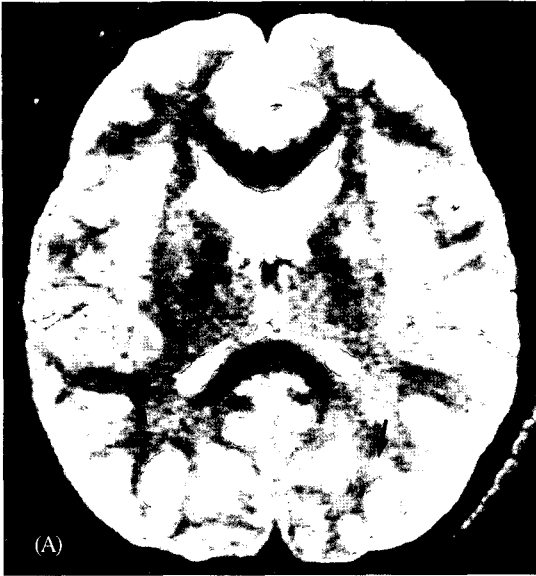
MRI of Case 2 : At admission, T2W2 (A): hyperintensity signal arrow on both occipital area. After 21days, T2W2 (B): normal finding
